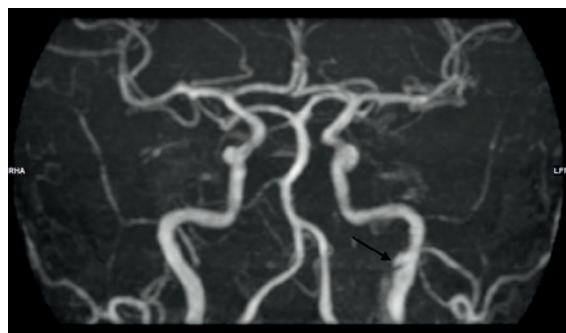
Reconstruction coronale par projection d'intensité maximale de l'angiographie IRM en «time-of-flight». La flèche noire montre le flap de dissection dans la carotide interne distale gauche.
